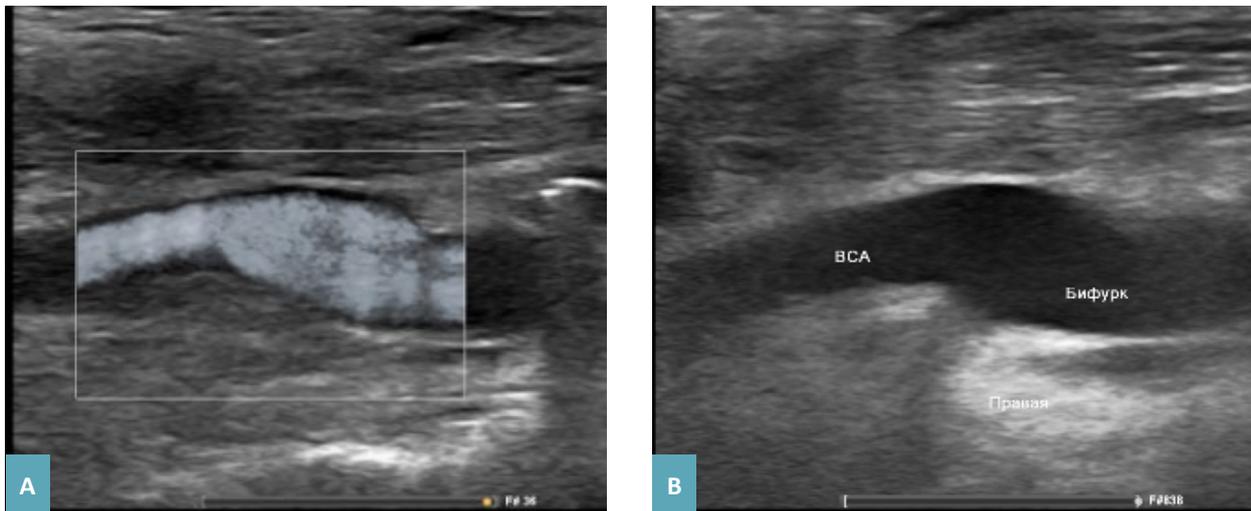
Контрольное УЗИ (6 сутки после операции) – область реконструкции функционирует удовлетворительно (А, В).
